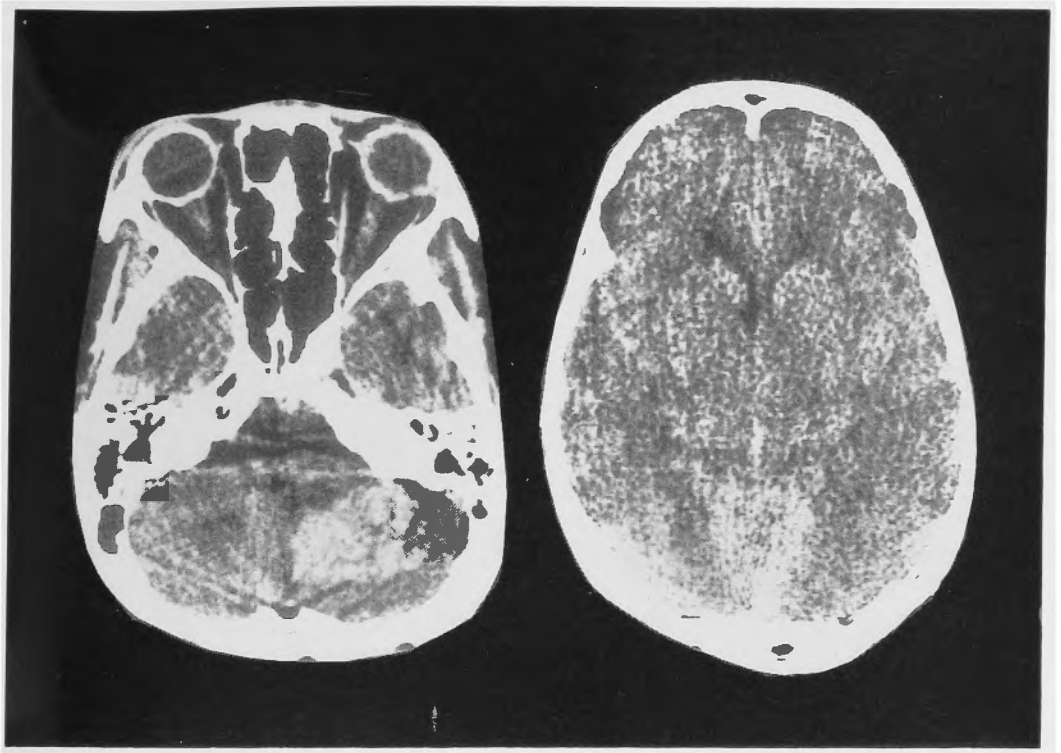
CT scan on admission shows high density area in the left cerebellar hemisphere (Left). Post-operative CT scan (Right) reveals small ventricles and marked brain swelling.
